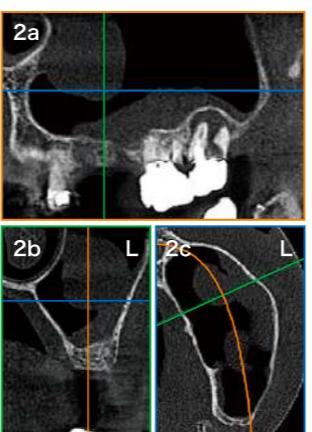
図1と同部の左側上顎洞のCT画像。RevolutionXは上顎洞内の空気と粘膜の画像濃度値が異なるため、粘膜の肥厚状態が明確に把握できる。
